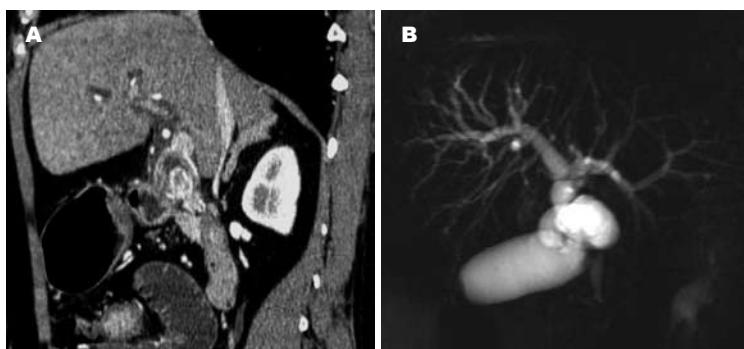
影像学检查. A: CT胆道三维成像示胆囊管与肝总管关系紊乱, 并可见结石嵌顿于胆囊管和肝总管汇合处; B: 核磁共振胰胆管成像(MRCP)示胆囊管与肝总管关系紊乱, 肝内胆管扩张.
